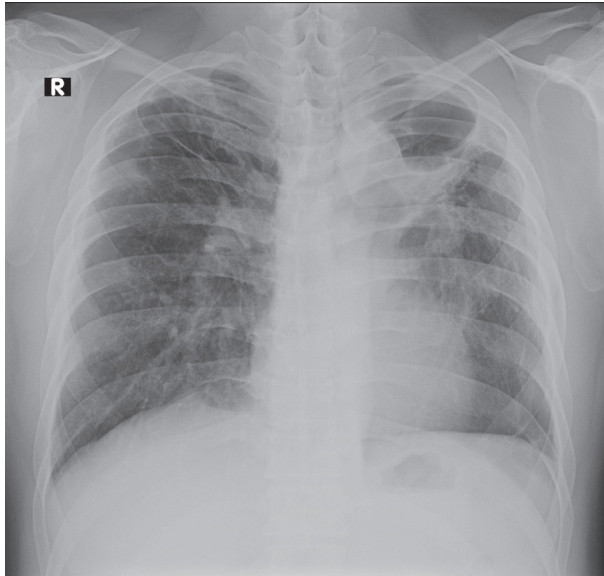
Pada foto toraks ini menunjukkan adanya efusi pleura kiri pada TB primer orang dewasa. (Koleksi pribadi)
